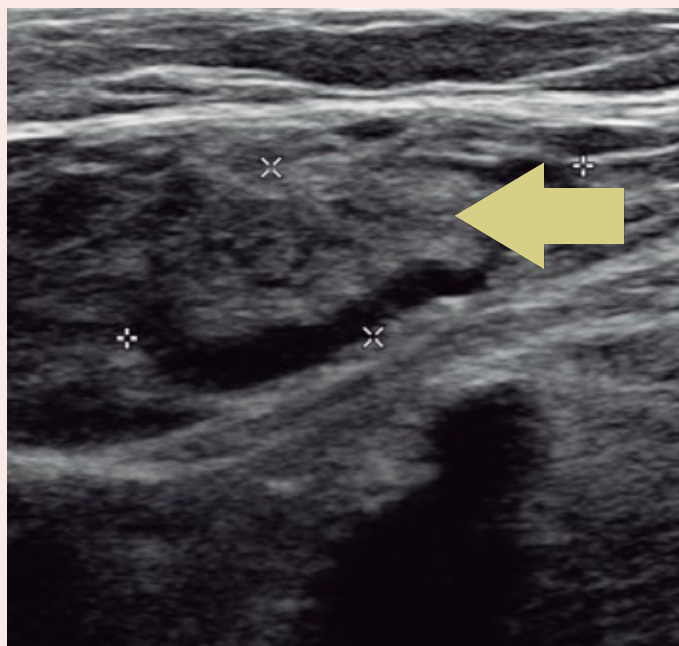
Imagen de ultrasonido de *DVT* en vena femoral (cc 4.0).
